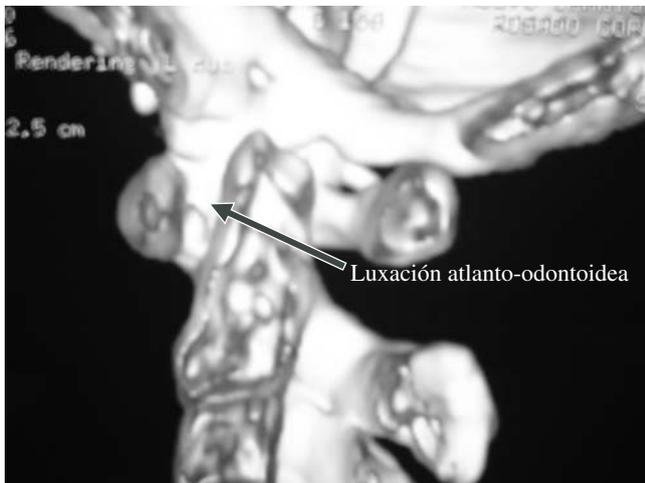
Tomografía axial computarizada en reconstrucción tridimensional que muestra inestabilidad atlanto-axoidea en un paciente con AR.
